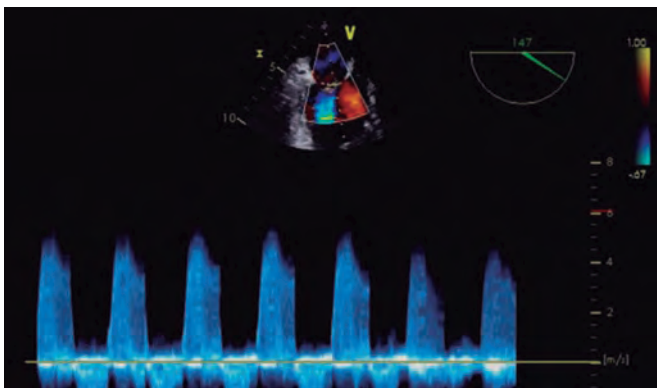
Imagen de ecocardiografía transesofágica. Se observa el Doppler de un único chorro de insuficiencia mitral grave. La forma es triangular y la densidad es alta, sugestivo de gravedad. Reproducida con permiso de López-Opitz y Moreno-Urrutia³⁰.
